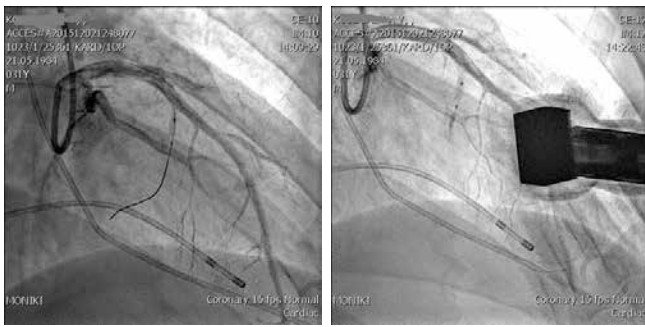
(А, Б). Суперселективная катетеризация, раздувание баллона и перекрытие устья первой септальной ветви (А). Введение в устье первой септальной ветви ультразвукового контраста с одновременным трансторакальным эхокардиоконтролем (Б).
